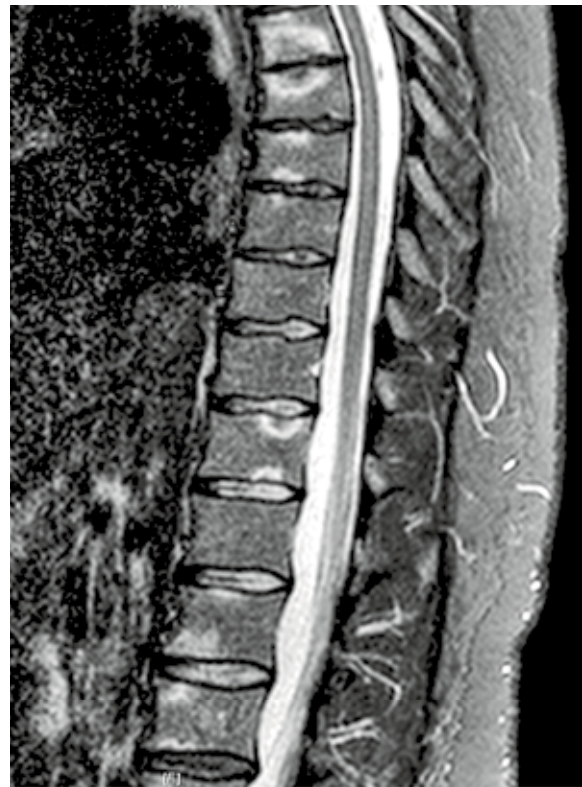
Thorakal aktive Spondylitis (MRI T2-gewichtet).
